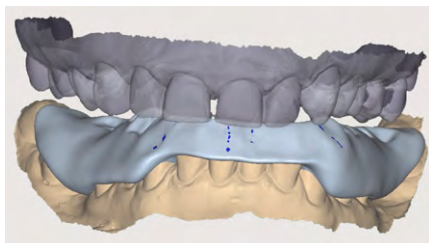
Моделирование левого латеротрузионного движения в цифровом артикуляторе
